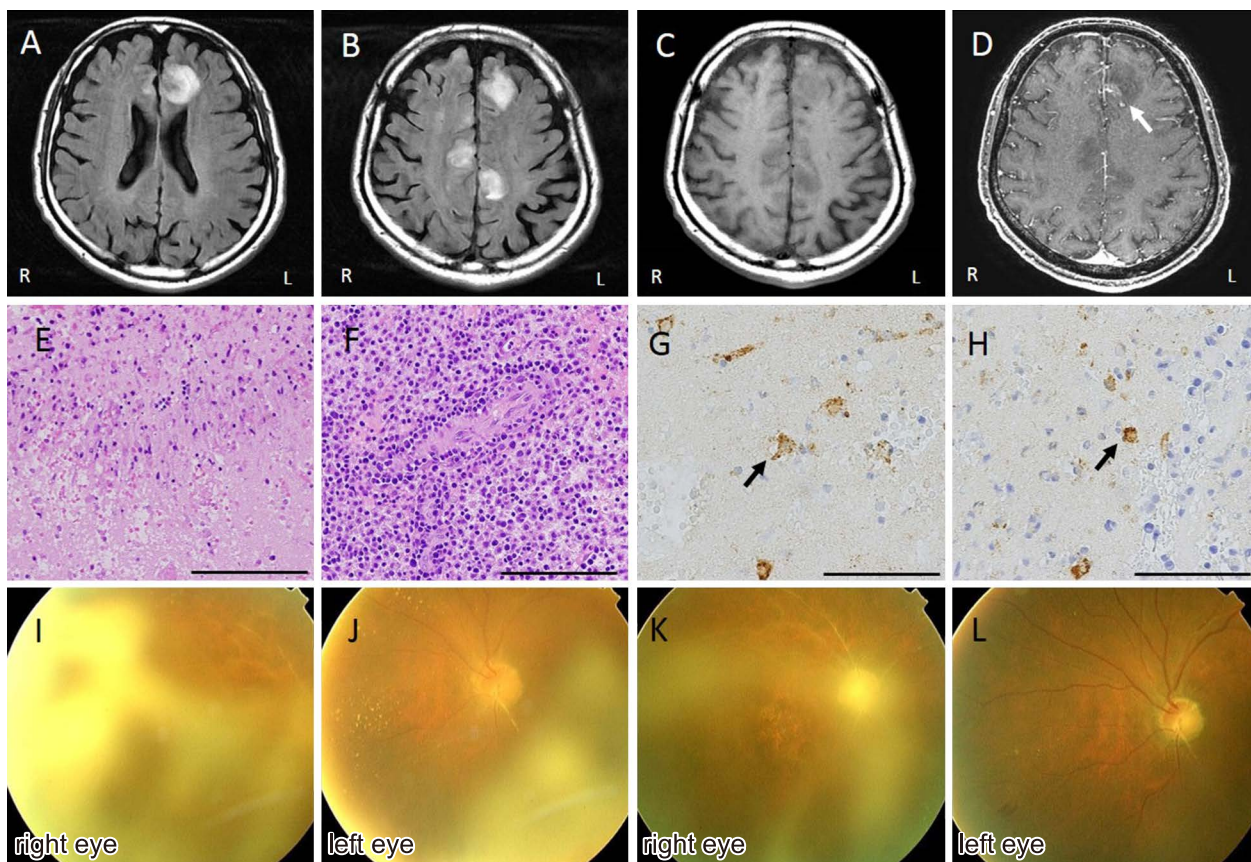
Findings of MR images, pathology, and fundoscopic examination.
